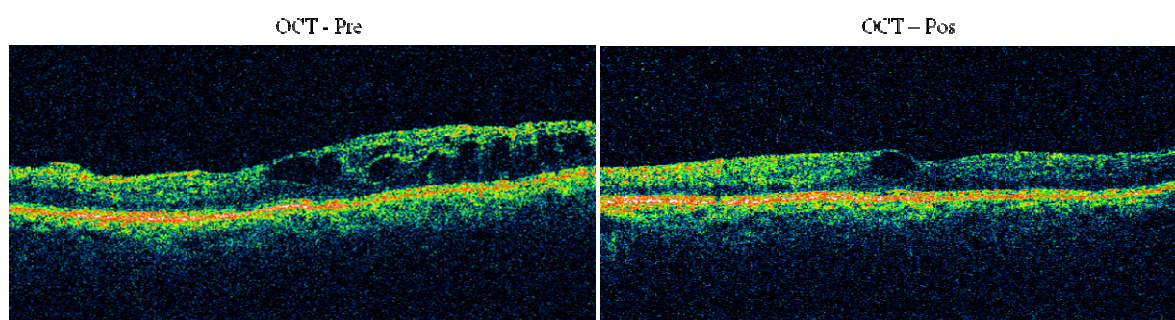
Contraste de casos 7. Análisis diagnóstico mediante imágenes de Tomografía Óptica Coherente, evaluadas de manera pre y post intervención.
